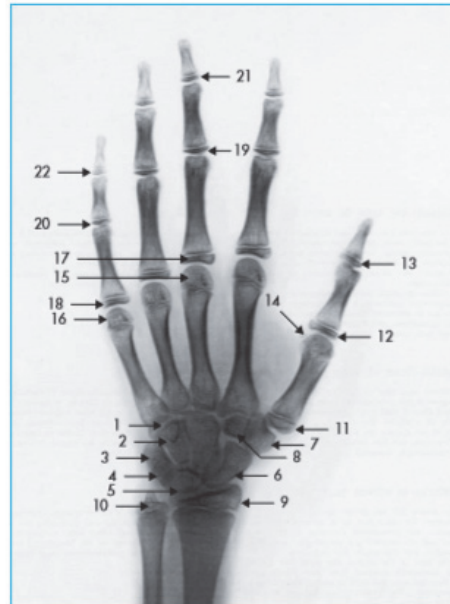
Radiographie poignet et main gauche. Les flèches indiquent les multiples articulations présentes dans cette région. L'analyse de l'évolution de leur maturité permet la détermination de l'âge osseux (46).
